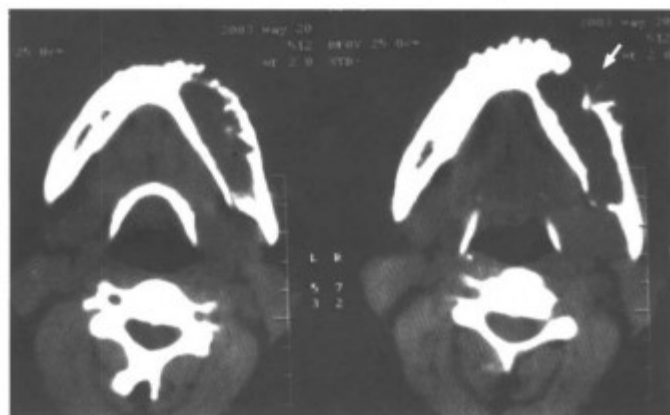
CT 平扫, 显示下颌骨内软组织肿瘤, 周围见条状的骨性分隔和骨嵴, 外上缘骨皮质部分中断, 推起的骨皮质类似火山口样 (箭头), 牙齿被推移 (同上病例)
